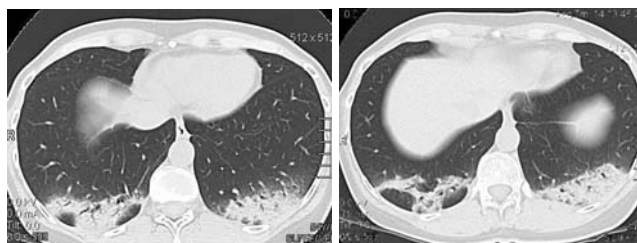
Рентгеновская компьютерная томография 08.07.10. Аксиальная проекция. В заднебазальных отделах легких в проекции S8-S10 определяется неоднородное уплотнение легочной ткани с визуализируемыми просветами бронхов, широко прилежащее к висцеральной плевре.
